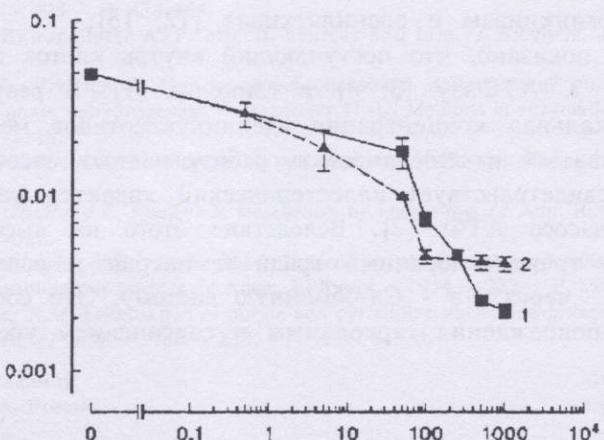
Влияние различных концентраций (мкмоль/л) дипиридамола и аденоцина на выход миоглобина (мкмоль/г) из сердца при «кальциевом парадоксе» за 5 мин реперфузии: 1 - аденоцин; 2 - дипиридамол.
